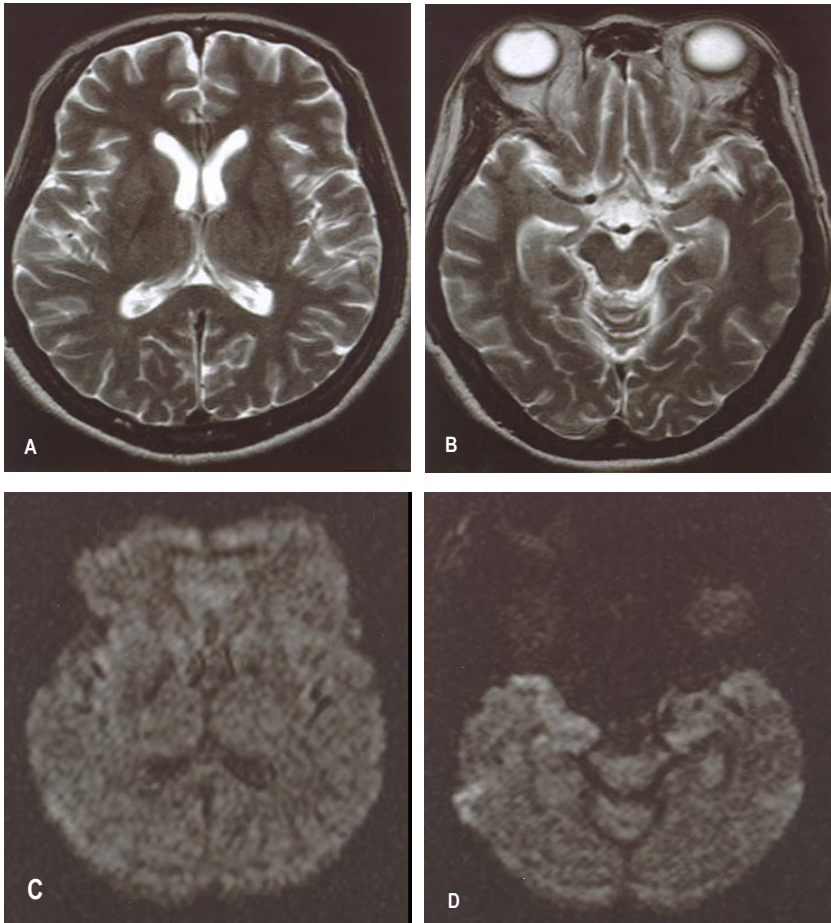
Brain magnetic resonance imaging (MRI). Axial T2 weighted imaging (A and B) and diffusion weighted imaging (C and D) show no abnormality.
